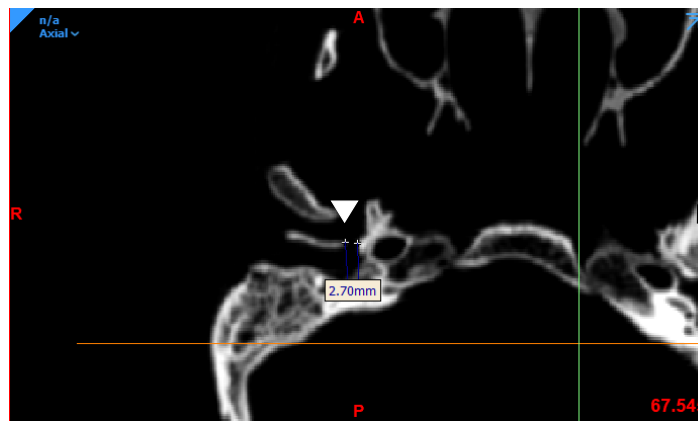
Computed tomography image of the axial plane of the skull, presence of FT indicated by the white arrow. The measurement was obtained using the Mimics software v. 21.0 (Materialise, NV, Belgium).
